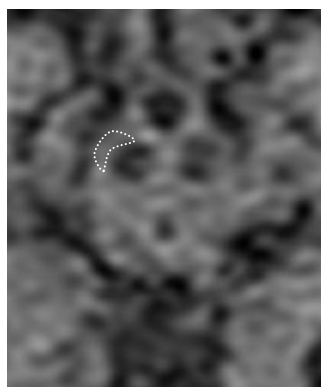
Secuencia potenciada en FLAIR, imagen de RM, plano axial. Área tegmental ventral representada por línea discontinua.
